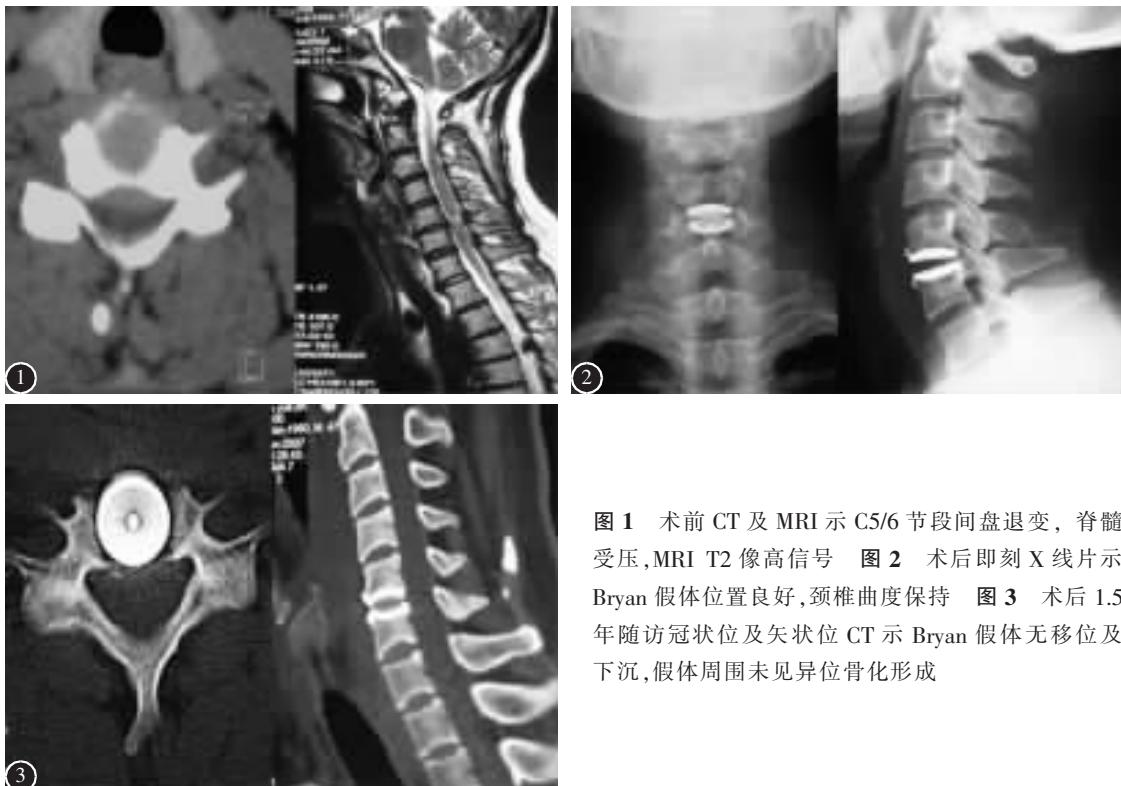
术前 CT 及 MRI 示 C5/6 节段间盘退变, 脊髓受压, MRI T2 像高信号 图 2 术后即刻 X 线片示 Bryan 假体位置良好, 颈椎曲度保持 图 3 术后 1.5 年随访冠状位及矢状位 CT 示 Bryan 假体无移位及下沉, 假体周围未见异位骨化形成
